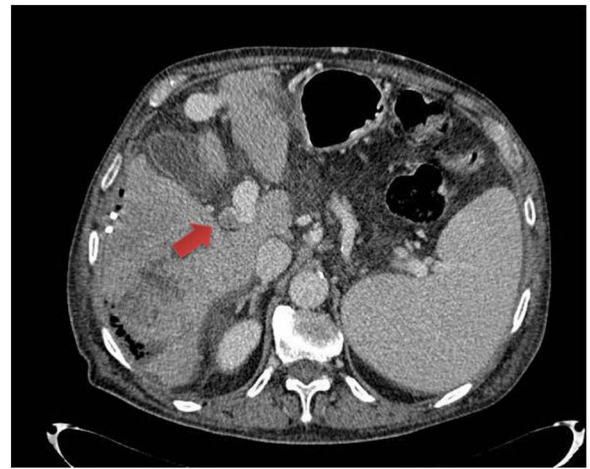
Corte transversal de tomografía computarizada abdominal con contraste intravenoso en la que se observa trombosis de la vena porta derecha compatible con pyleflebitis.
